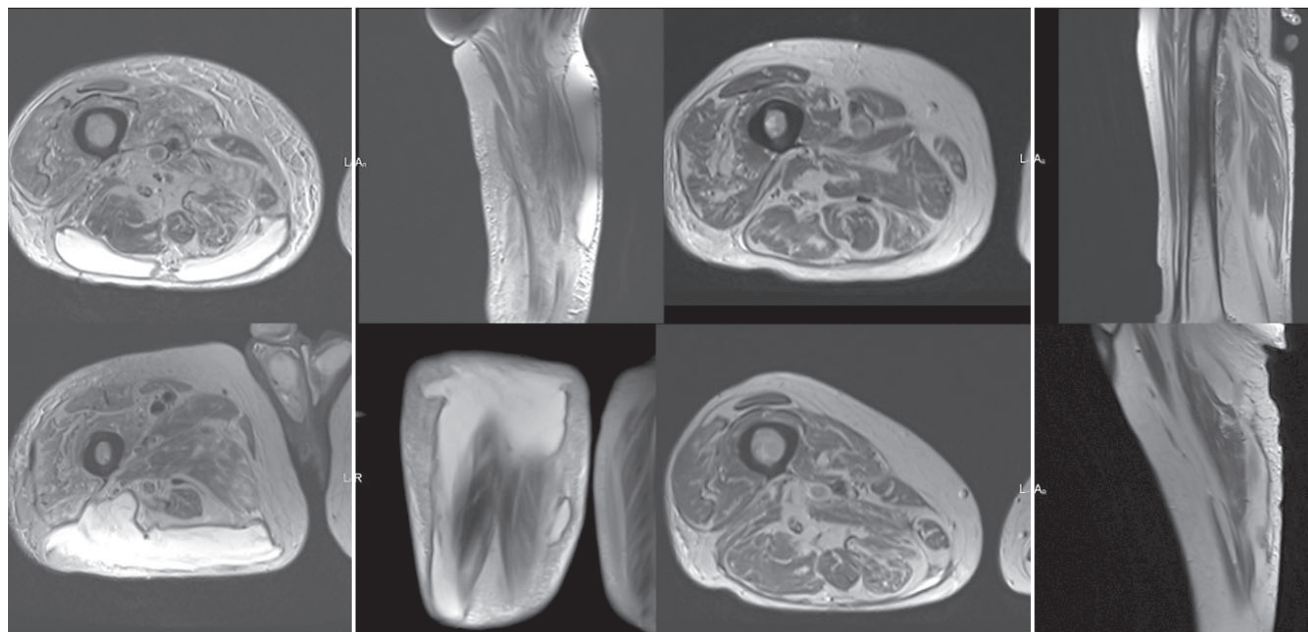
МРТ мягких тканей правой нижней конечности в динамике
